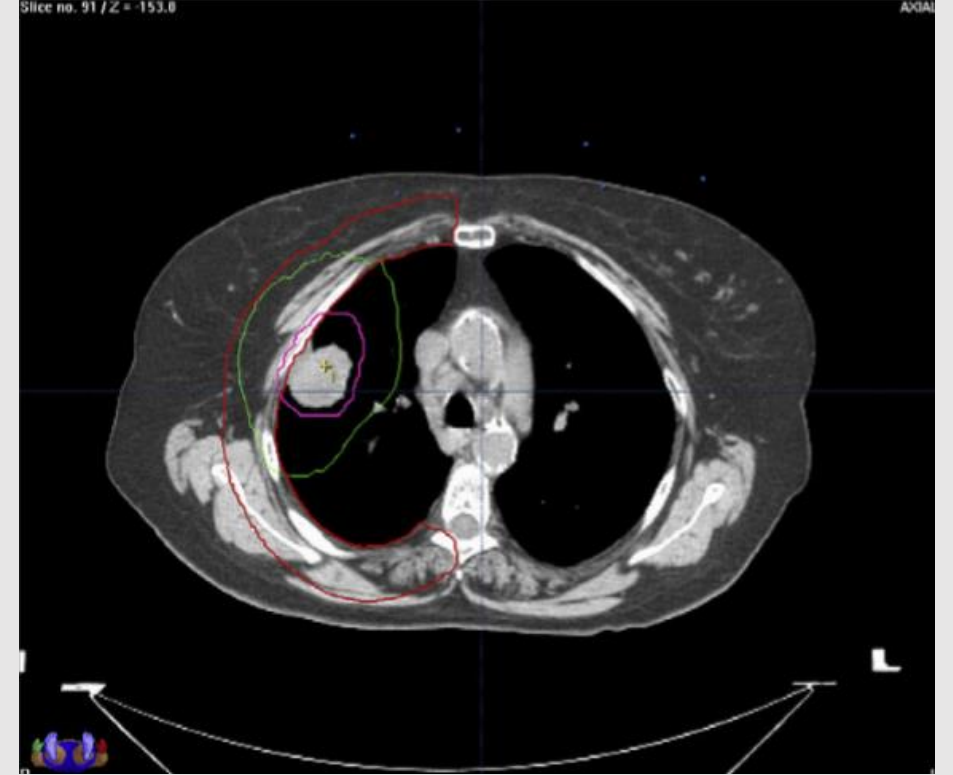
Chest CT and dose distribution of stereotactic body radiotherapy (SBRT) of a 70-year-old male patient. Dose distribution of SBRT. Isodose lines of 60 Gy (blue), 50 Gy (green), 40 Gy (purple), 30 Gy (light blue), 20 Gy (lavender) and 0.5 Gy (yellow) (A, B). Radiation pneumonitis (RP) represents in high-dose irradiated area (C, orange arrow) and patchy opacity in left lung appeared 6 months after SBRT (D, red arrow). No significant change in RP 9 months after SBRT (E, orange arrow). The radiographic lesion in the left lung disappeared and a new lesion in the right lung appeared. (F, red arrow). These radiographic changes were considered to be the sequential change of organizing pneumonia (OP) (migration). RP resulted in fibrosis (G, orange arrow), and OP resolved without fibrosis at 12 months after SBRT (H).
